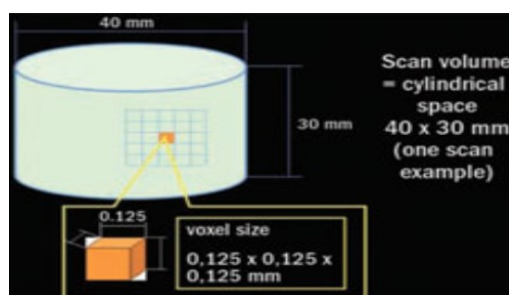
Obtenção de voxéis a partir do CBCT
